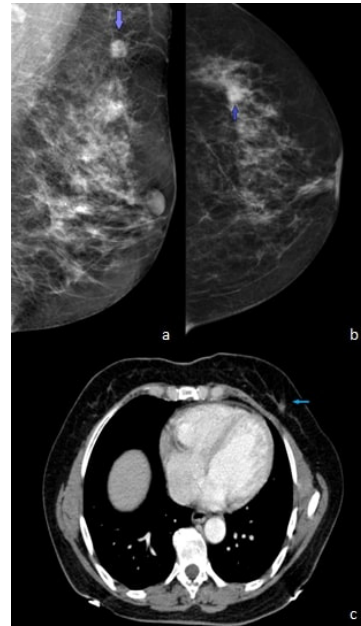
Left CC projection (a), MLO projection (b) MG images and axial CT image (c) were demonstrated spiculated margin mass appearance in the lower inner quadrant of left breast (arrows).
